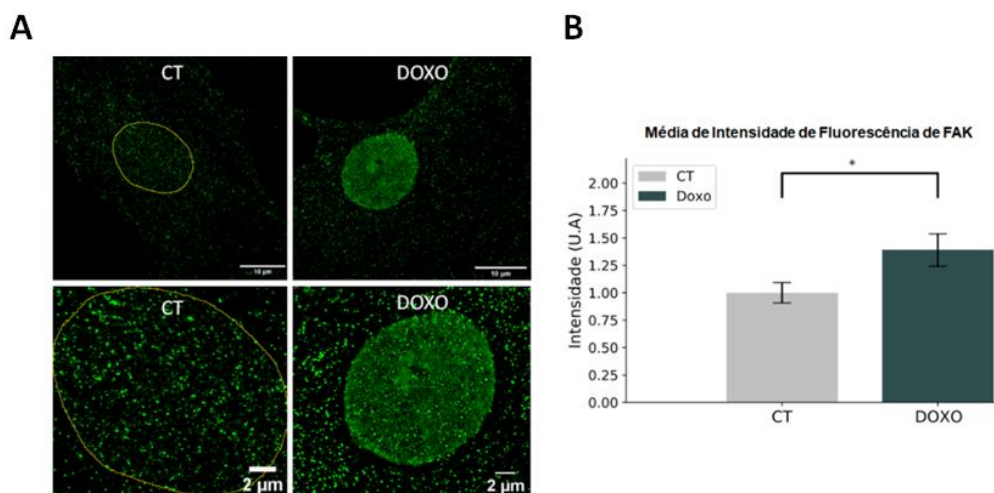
Tratamento com doxo altera distribuição de FAK no núcleo. A região nuclear foi delimitada para quantificação da intensidade de fluorescência da proteína FAK. Abaixo, região nuclear ampliada. B. Gráfico em barras representa a quantificação da intensidade fluorescência de FAK nuclear em células controle (CT) e tratadas com doxo. Os resultados foram expressos
